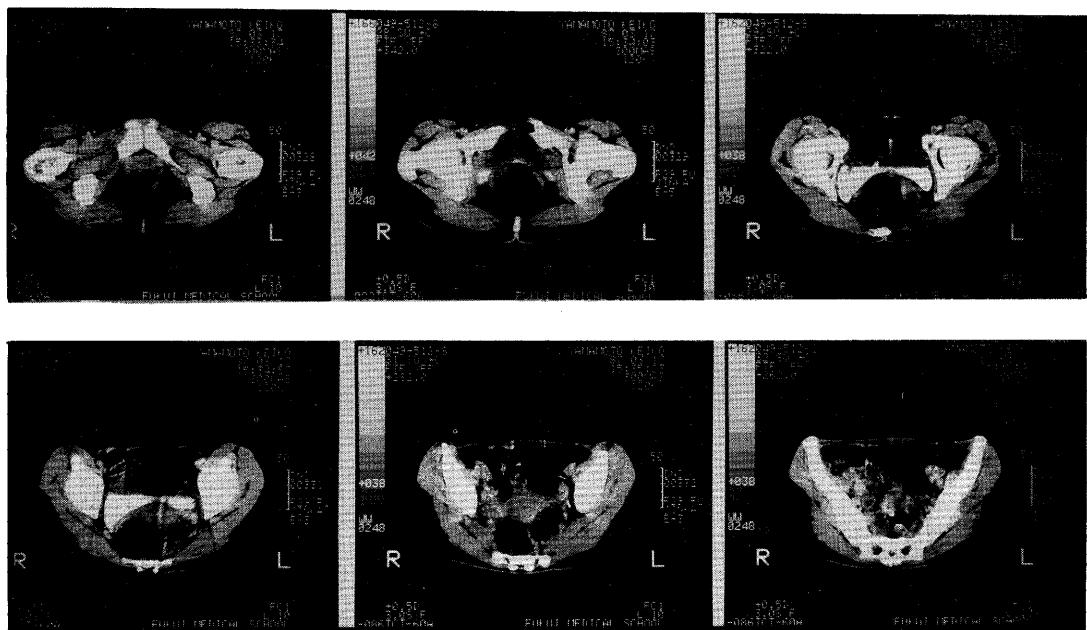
Enhanced CT of the pelvis shows no apparent tumor mass
